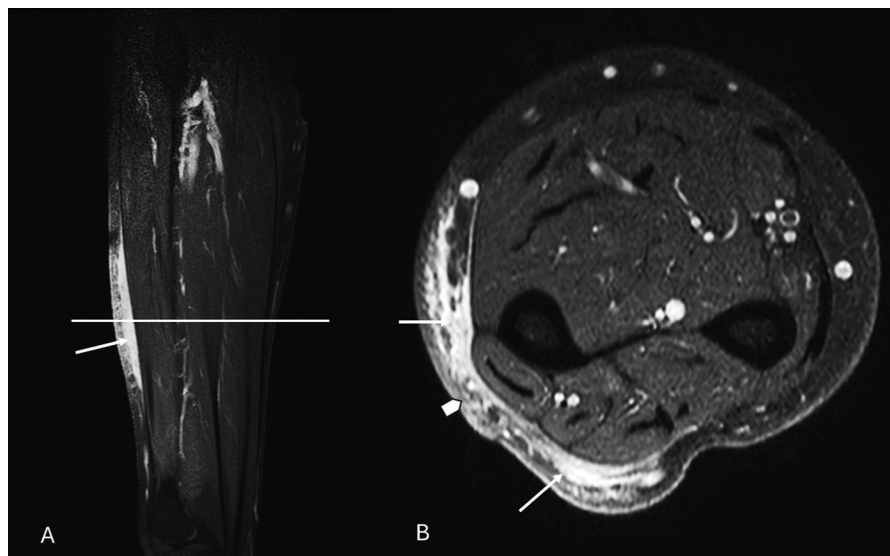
Imágenes de RM preoperatorias del caso N°1. Corte sagital (A) y corte axial (B). Las flechas blancas nos marcan una lesión sólida de morfología fusiforme y alargada más que nodular. Está localizada en el tejido celular subcutáneo profundo y engrosando la fascia dorsal y preferentemente cubital del antebrazo con extensión al tejido celular subcutáneo superficial y dermis, (cabeza de flecha). Se considera una lesión de contornos mal definidos o anfractuados y sin infiltración muscular. Las lesiones de MFS suelen tener forma nodular siendo menos frecuente esta morfología alargada o en forma de placa. Esta apariencia sugirió como diagnóstico más probable el de fascitis nodular.
